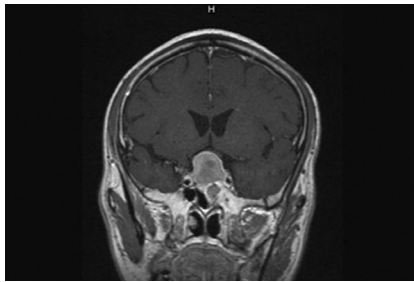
术前 MRI 冠状位提示鞍区占位, 肿瘤侵犯蝶窦
